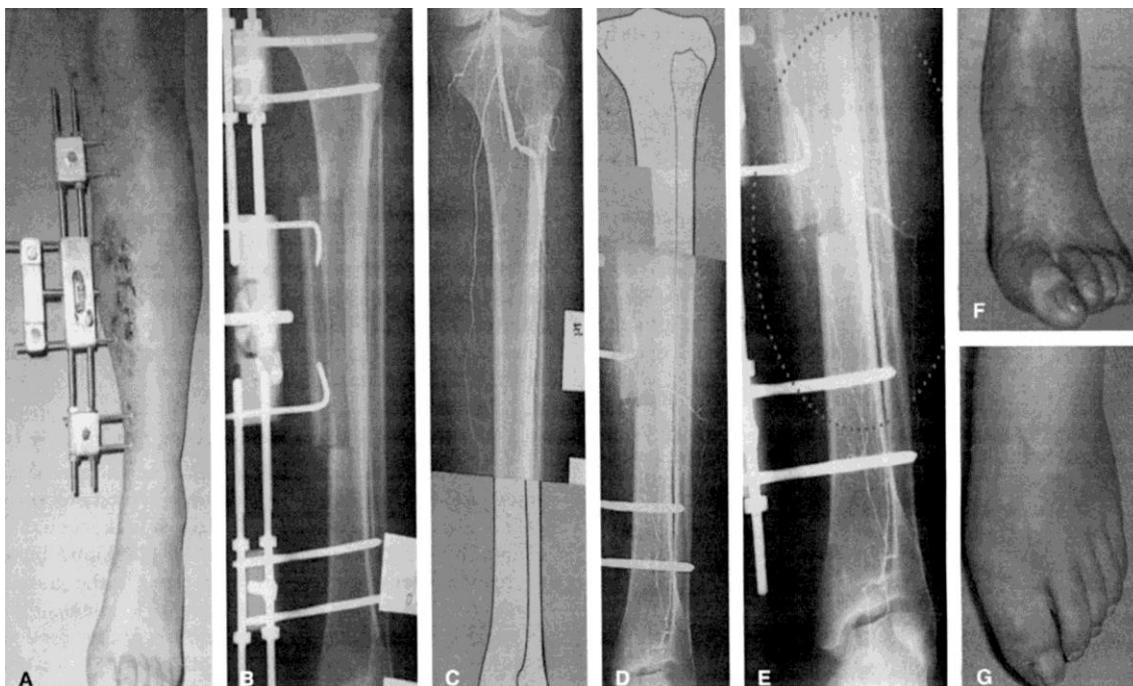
Лечение сосудистого нарушения с помощью дистракционного остеогенеза. (А) Пациенту с облитерирующим тромбангиитом наложили на голень наружный фиксатор. (В) На рентгенограмме видно, что часть кортикального слоя, созданная при выполнении продольной кортикальной остеотомии, прикрепилась к наружному фиксатору. (С) При проведении ангиографии перед операцией видно, что мелкие кровеносные сосуды под подколенными артериями в большой конечности не определялись. (D и E) Через 25 дней после поперечного перемещения кости ангиография показывает, что в пролеченной конечности появилась новая сосудистая сеть с множеством мелких новых сосудов. (F) До лечения, стопа большой голени имеет признаки хронической ишемии, отмечается сухая кожа, ногти и локальные язвы. (G) Через 25 дней после завершения лечения методом дистракционного остеосинтеза в стопе возобновилось кровообращение, улучшилась картина кожи и ногтей, хронические язвы стали подживать. [Все фотографии любезно предоставил Dr. Long Qu, Центр по удлинению и перемещению костей в Beijing, Медицинский Аэроцентр Hai-Ying в Beijing, Beijing, PR China]
